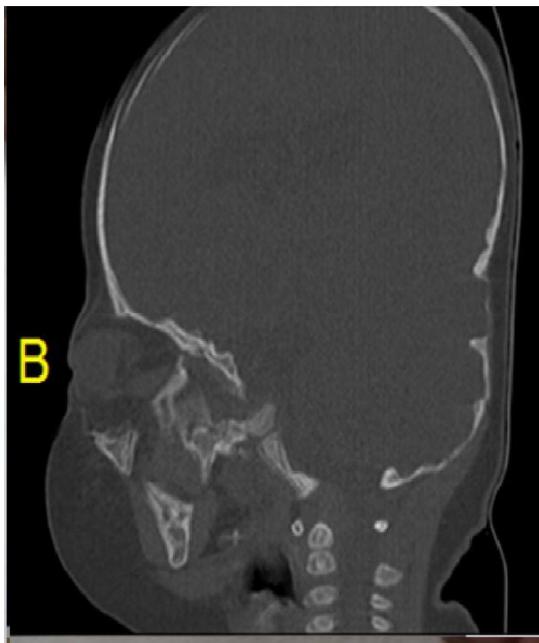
coupe sagittale tomographique en fenêtre osseuse montrant un aplatissement de la face et de la région occipitale
